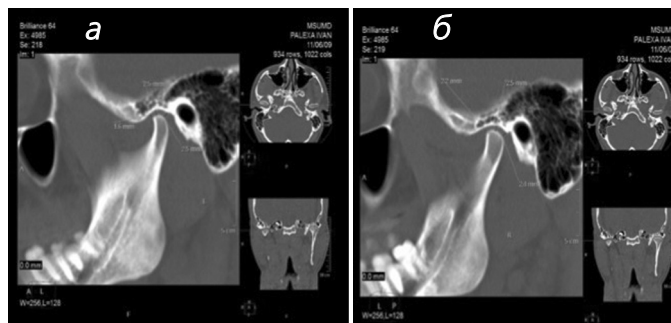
Срезы МСКТ области ВНЧС в сагиттальной проекции в программном обеспечении IntelliSpace Portal v.10.4: а – левый ВНЧС; б – правый ВНЧС
